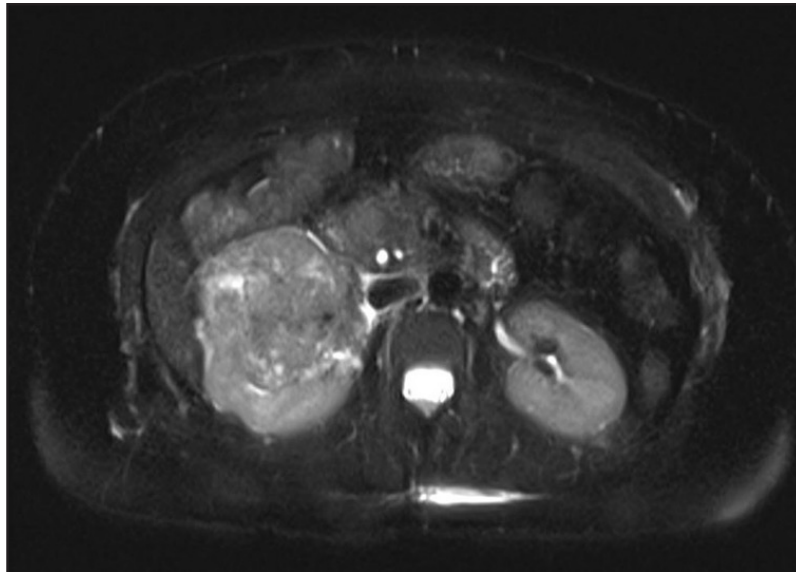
Masa renal en el polo inferior del riñón derecho (resonancia magnética, T2-HASTE).
